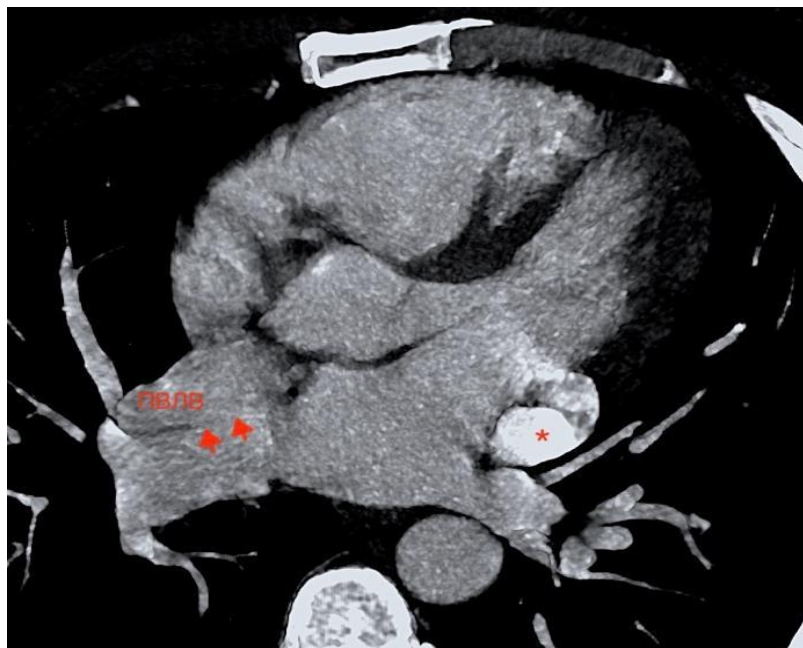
МСКТ-АГ изображение, аксиальный срез. Пациент М, 48 лет, с пароксизмальной формой ФП, трепетание предсердий, при исследовании выявлено: высокий дефект межпредсердной перегородки (стрелки), аномальное впадение правой верхней легочной вены в верхнюю полую вену (ЧДЛВ) и добавочная левостороннюю верхнюю полую вену (звездочка), которое может являться дополнительным триггером для запуска ФП.
